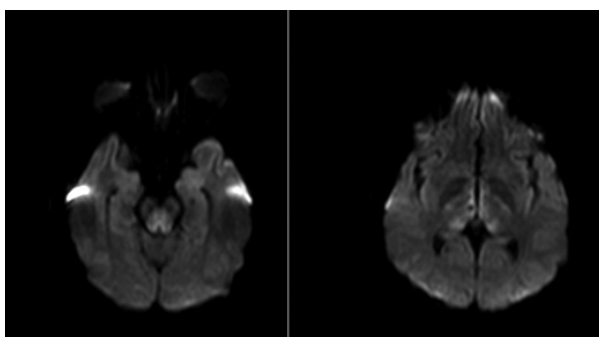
Secuencias de difusión DWI en el plano axial que muestran aumento de la señal en la región periacueductal y el contorno medial de ambos tálamos
